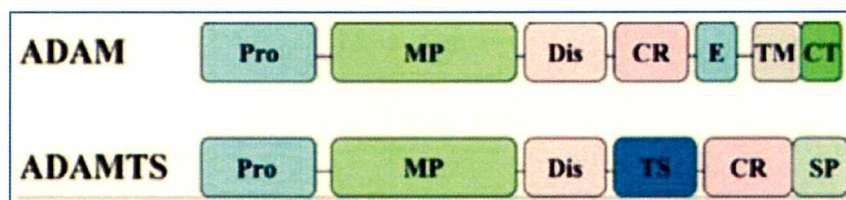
Estructura de ADAM y ADAMTS. Los miembros de la familia de genes ADAM se clasifican como subgrupos de miembros anclados (ADAM) y de tipo secretados (ADAMTS). CR, dominio rico en cisteína; CT, dominio citosólico; Dis, dominio desintegrina; E, dominio tipo factor de crecimiento epidérmico; MP, dominio metaloproteinasa; Pro, dominio propéptido; SP, dominio espaciador; TM, dominio transmembrana; TS, dominio trombospondina (*Cascales Angosto M, 2009*).
